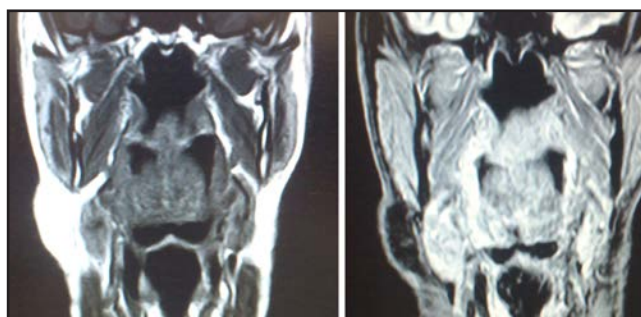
Corte coronal RMN, tumoración cervical derecha, saturación grasa con el estudio de contraste.
